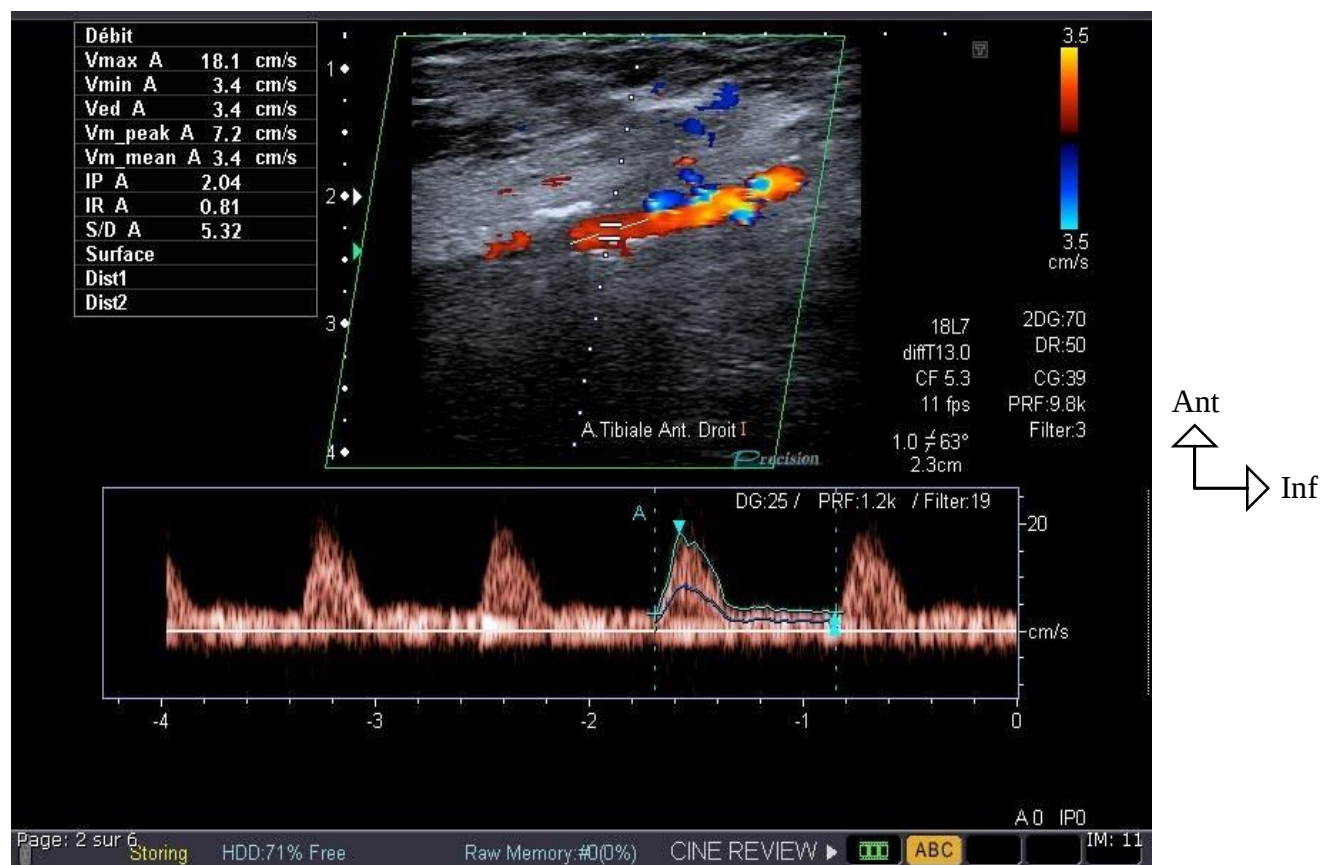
Echodoppler couleur du MID montrant une plaque d'athérome hypoéchogène de l'artère tibiale antérieure droite responsable d'une sténose serrée avec une calcification de la media.
